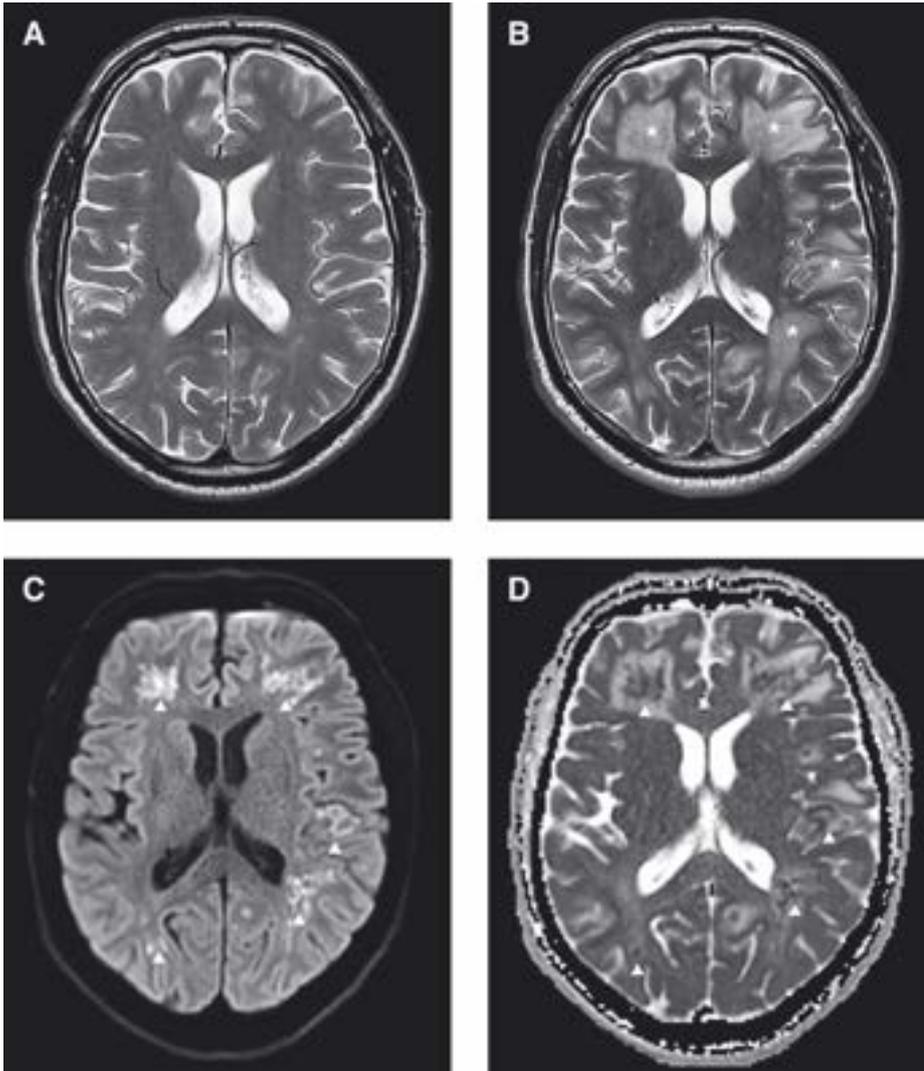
A/B) Magnetresonanztomogramm in T2-Gewichtung, Axialschnitte: Befund bei (A) Erstvorstellung und Diagnose eines ischämischen Schlaganfalls sowie (B) 4 Wochen später nach dem zweiten epileptischen Anfall und Nachweis von rasch progredienten multifokalen Hyperintensitäten der weissen Substanz (*). C/D) Magnetresonanztomogramm, Axialschnitte, 4 Wochen nach Erstvorstellung in (C) diffusionsgewichteter (DWI-) und (D) Apparent-Diffusion-Coefficient-(ADC-)Sequenz: Die Pfeilspitzen zeigen die Diffusionsrestriktion in den pathologischen Arealen der weissen Substanz.
